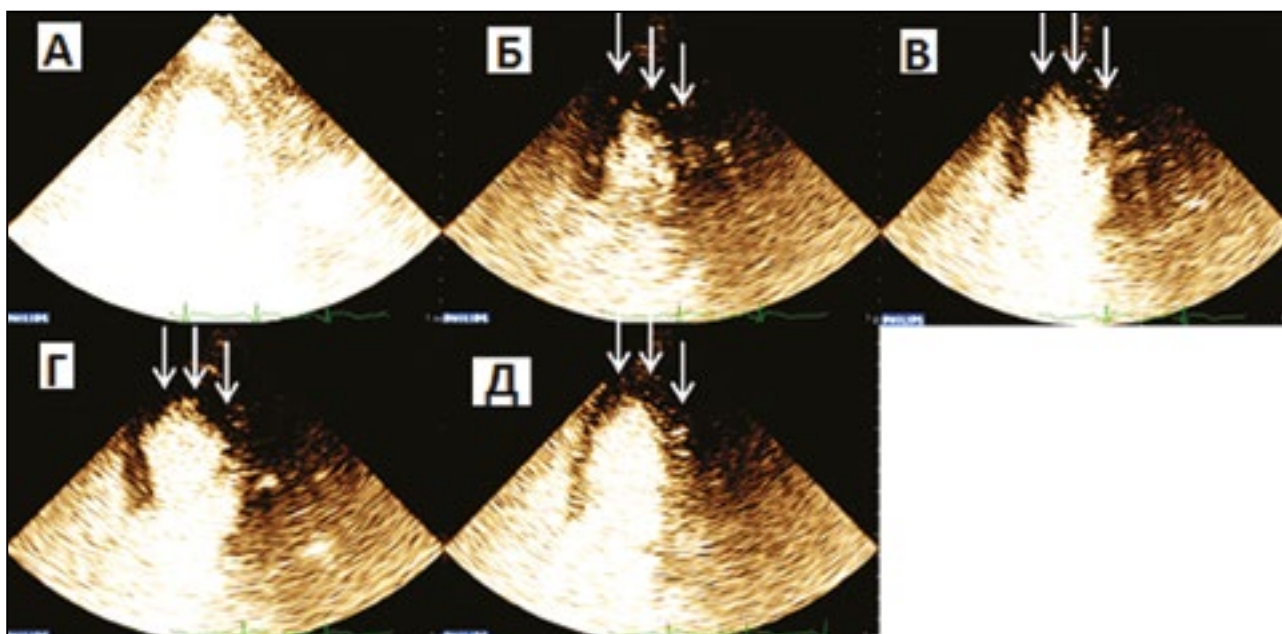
Оценка перфузии миокарда методом флэш-наполнения во время проведения МКЭ: А – включение flash (вспышки), яркий сектор; Б – в первом сердечном цикле после вспышки контрастное вещество в миокарде отсутствует (указано стрелками); В – на 2 сек. после вспышки контрастное вещество в миокарде отсутствует (указано стрелками); Г – на 5 сек. после вспышки контрастное вещество в миокарде отсутствует (указано стрелками); Д – отсроченное появление контрастного вещества (свечение миокарда, показано стрелками) в апикальных сегментах на 12 сек. после flash
